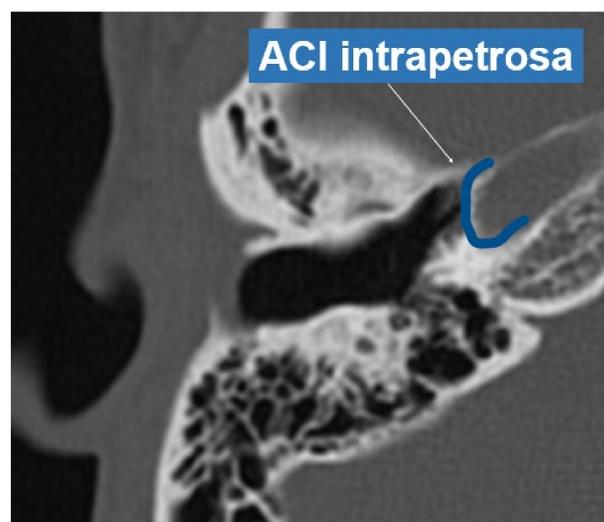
Imagen de TC en plano coronal del oído. Se señala la pared anterior (azul) del oído medio.
